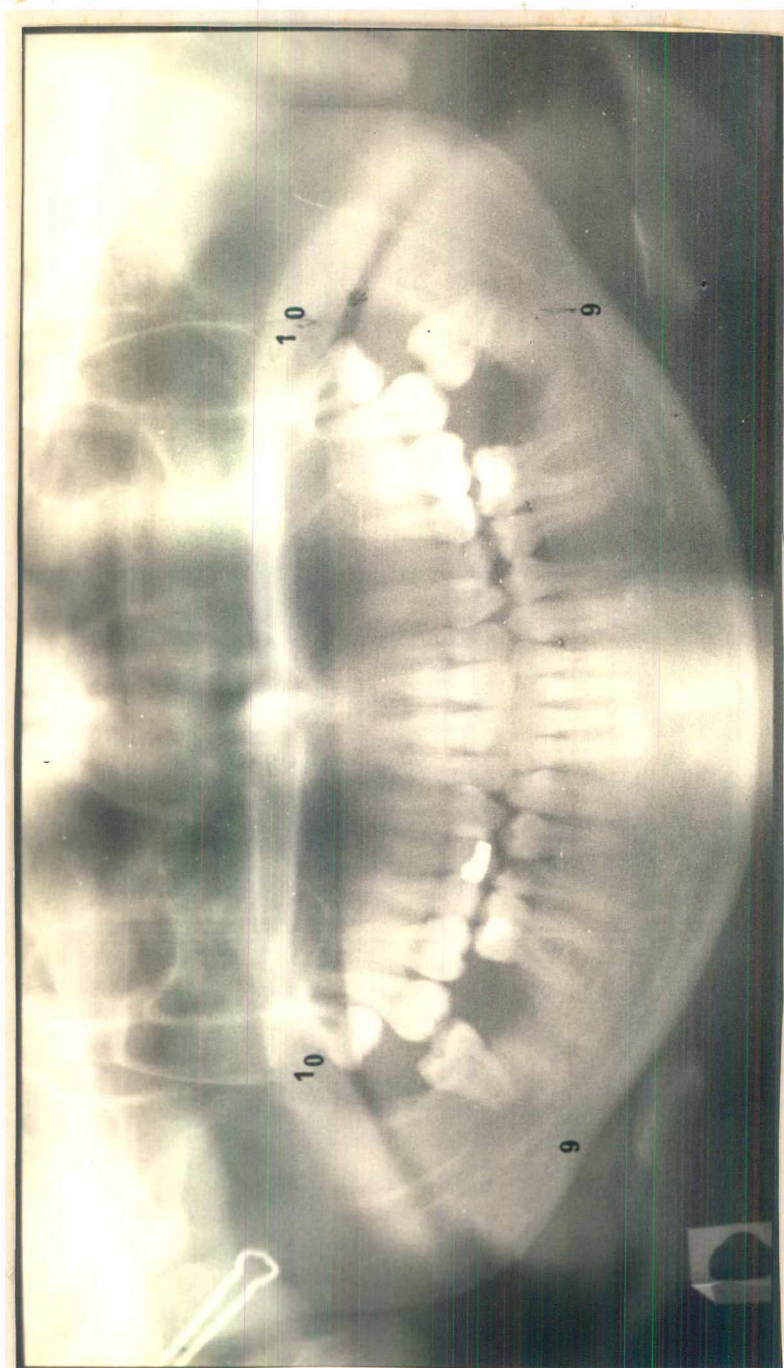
Radiografia mostrando os estágios 9 e 10 do desenvolvimento dos terceiros molares.
